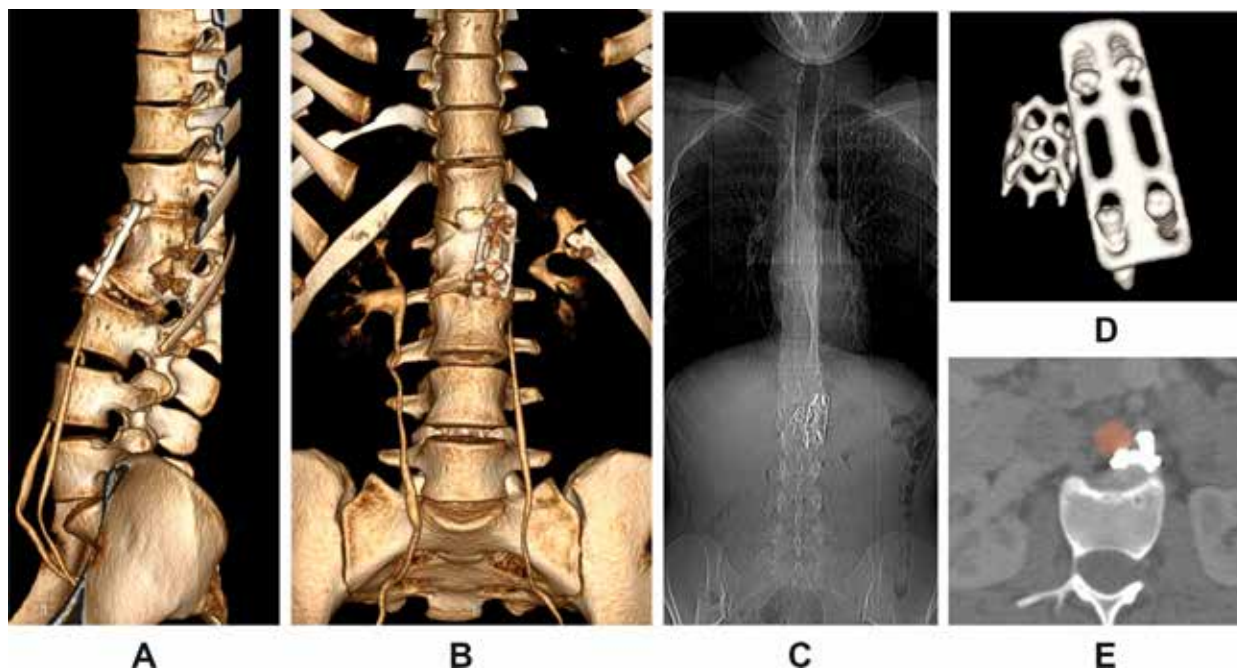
Multiplanar CT reconstructions in Patient K.
